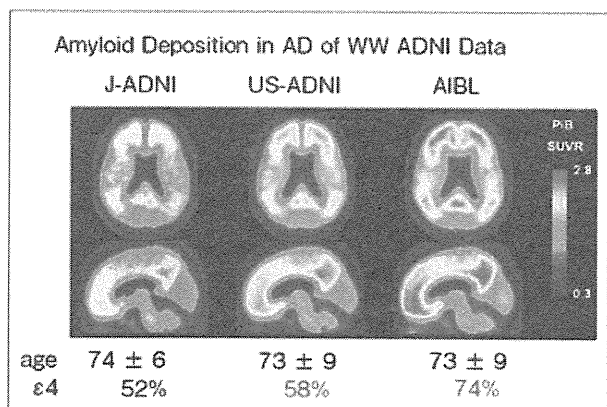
J-ADNI、ADNI、AIBLにおける、AD患者のアミロイドPETの平均画像
